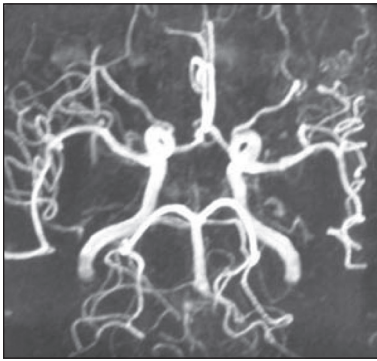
Angio-IRM, polygone de Willis fonctionnel (patient n° 2).
